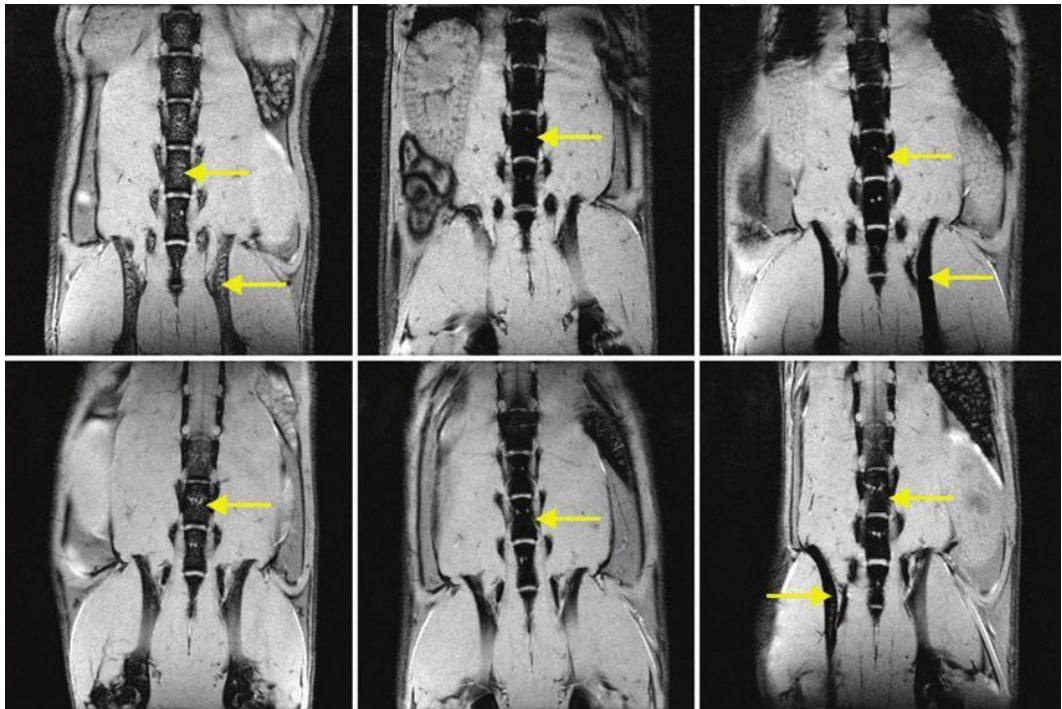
Магнітно-резонансна томографія (МРТ) кісткового мозку миші до та після внутрішньовенного введення активної речовини (а–с) та нового суперпарамагнітного оксиду заліза (SPIO) (d–f). МРТ показує трабекулярну та клубову кістки в кожен часову точку: до (а, d), через 1 тиждень після (b, e), через 4 тижні після (с, f) введення. Жовті стрілки вказують на кістковий мозок (трабекулярна та клубова кістки) [32]
